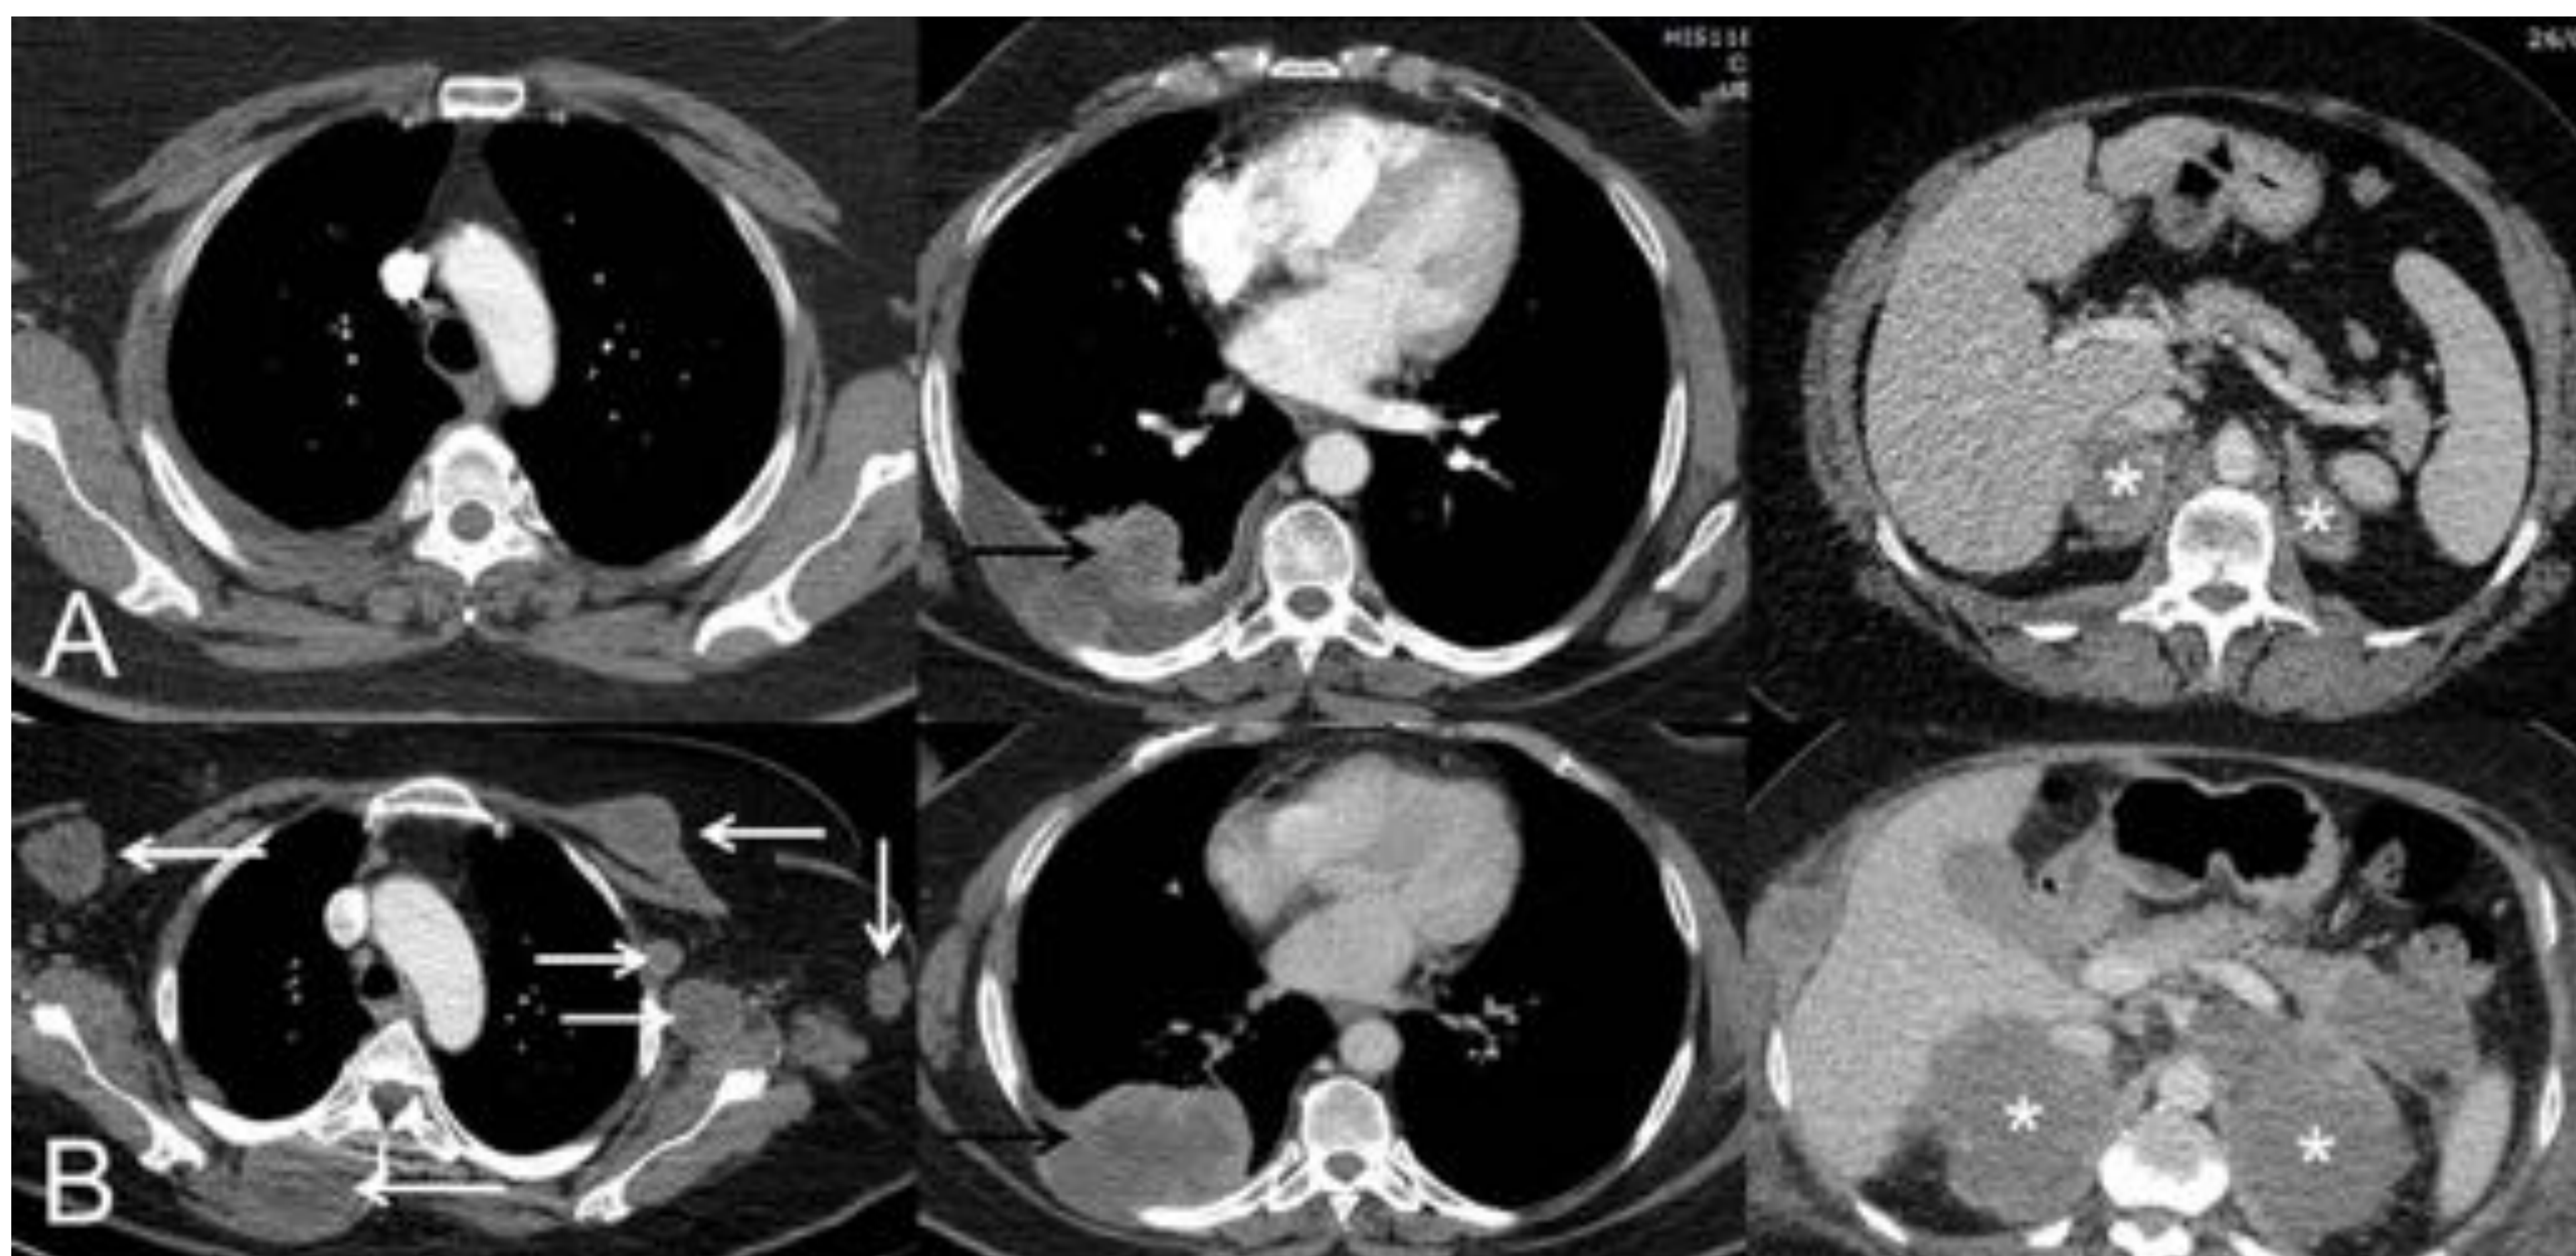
Ejemplo de hiperprogresión: Paciente de 73 años con CP en progresión que inicia tratamiento de segunda línea con IT (pembrolizumab); la fila superior (A) corresponde a la TC basal (pre-IT) mientras que la fila inferior (B) corresponde a la TC obtenida a las 8 semanas del inicio del tratamiento. (A) Imágenes axiales basales (pre-IT) de TC de tórax superior, tórax inferior y abdomen (de izquierda a derecha, respectivamente) en las que se observa el tumor pulmonar primario (flecha negra) y metástasis adrenales bilaterales (asteriscos). (B) Imágenes axiales de TC a las 8 semanas del inicio de tratamiento de tórax superior, tórax inferior y abdomen (de izquierda a derecha, respectivamente) en las que se aprecia una llamativa progresión de las lesiones tumorales conocidas (flecha negra y asteriscos blancos) así como aparición de múltiples masas de partes blandas en partes blandas y axila izquierda (flechas blancas). La paciente falleció tres semanas después
